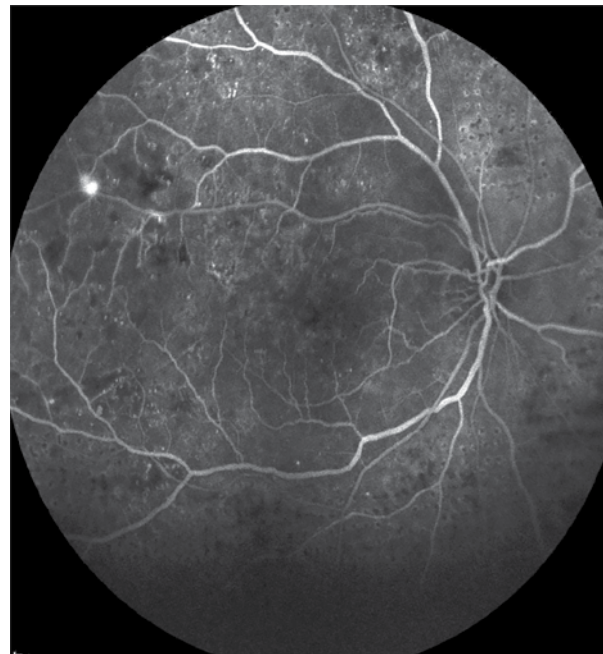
ФАГ правого глаза до лечения: множественные зоны неперфузии и умеренный ликедж в поздней фазе с признаком активной неоваскуляризации
